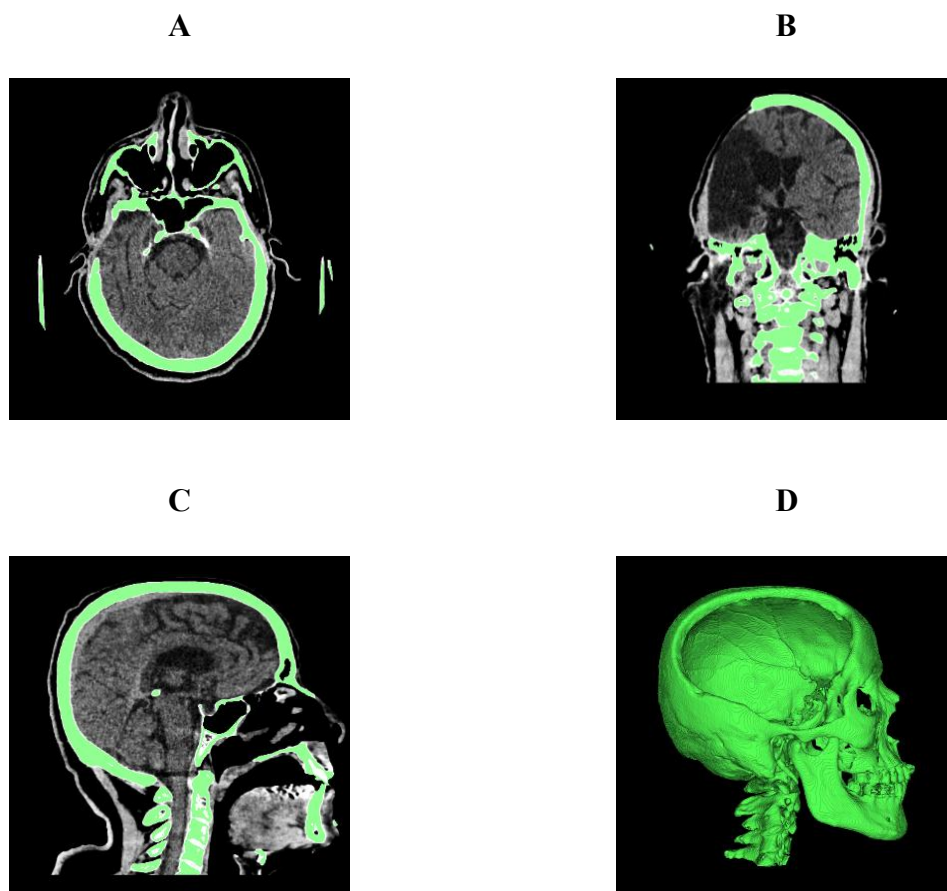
(A, B e C) Demonstração de um exemplo de imagem de tomografia em 2D. (D) Exemplo de imagem tridimensional gerada utilizando o software InVesalius. Fonte: Autoral.
